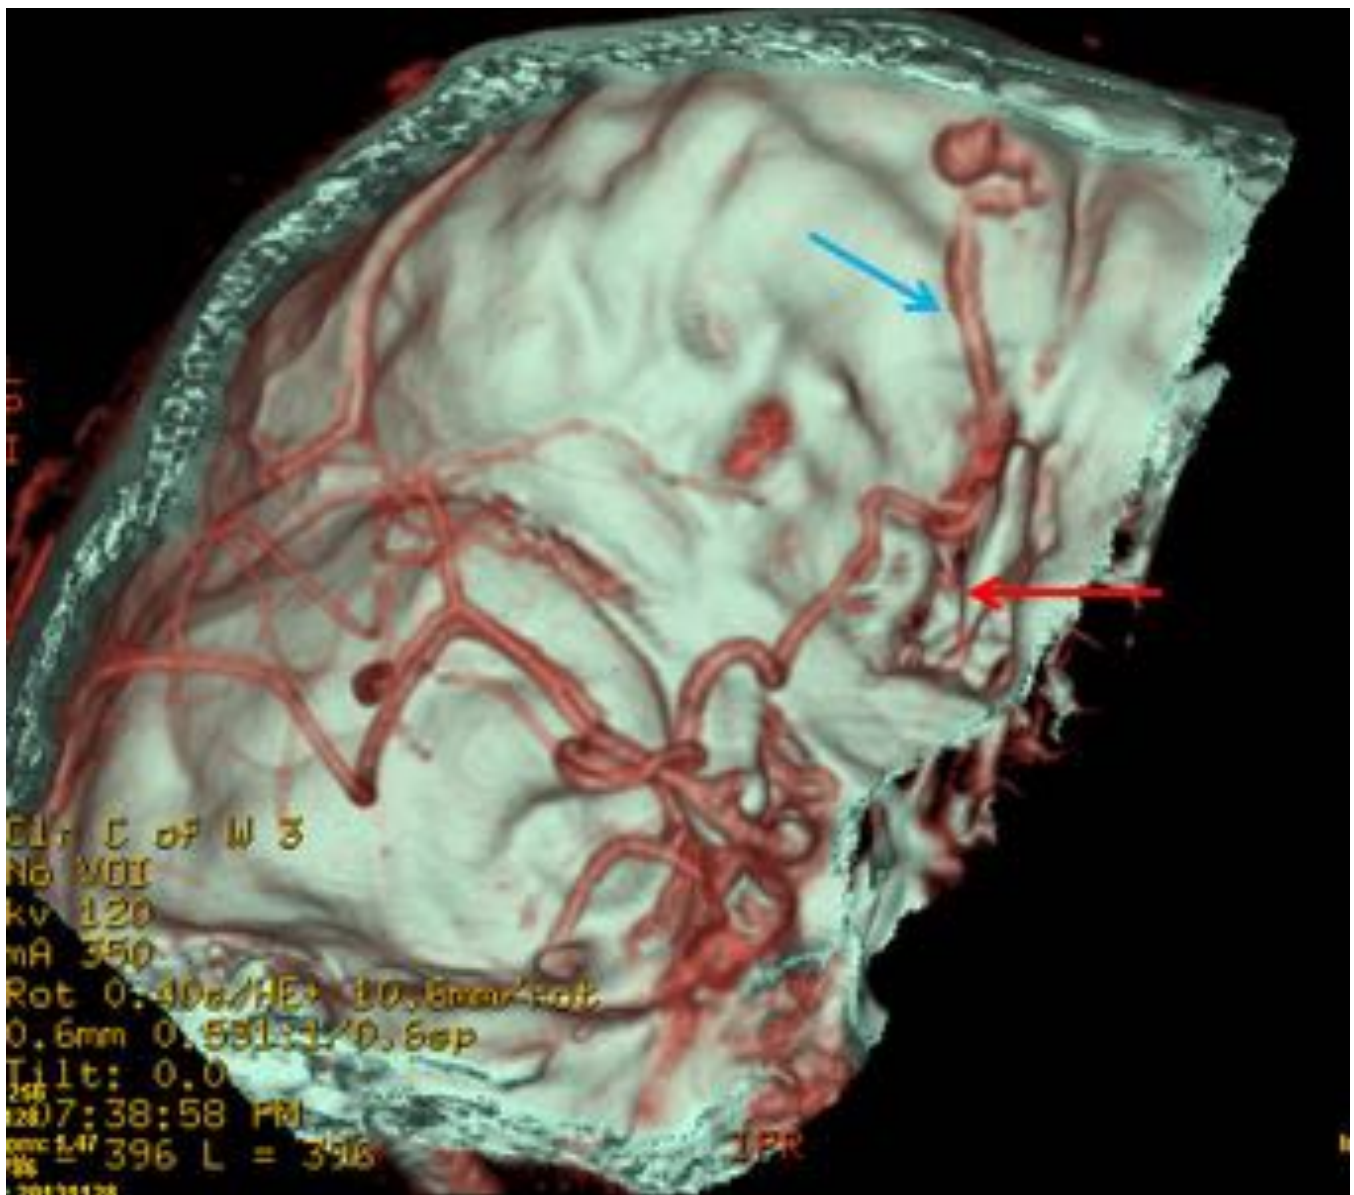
Caso 3. Paciente con endocarditis aórtica y mitral, con aneurisma micótico de arteria cerebral media derecha y sospecha de FAV dural. En el Angio-TC no se identificaron signos en relación a la FAV. A posteriori se observan en el Angio-TC arterias etmoidales (flechas rojas) que salen de la arteria orbitaria izquierda y venas corticales dilatadas (flecha azul).
